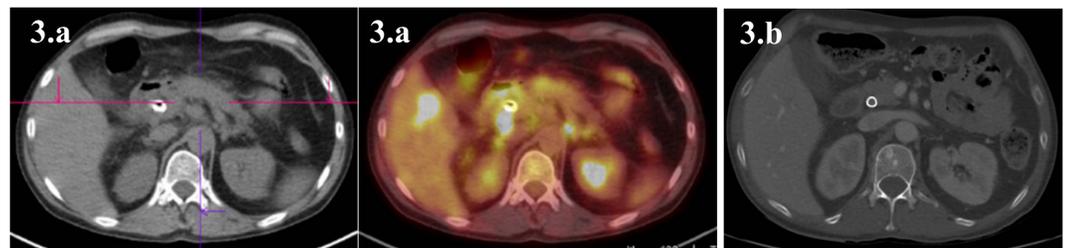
a TAC del 14/04/2020 con metástasis hepáticas, ganglionares abdominales. Imagen 3.b TAC del 17/07/2020 con respuesta ganglionar abdominal y hepática.
